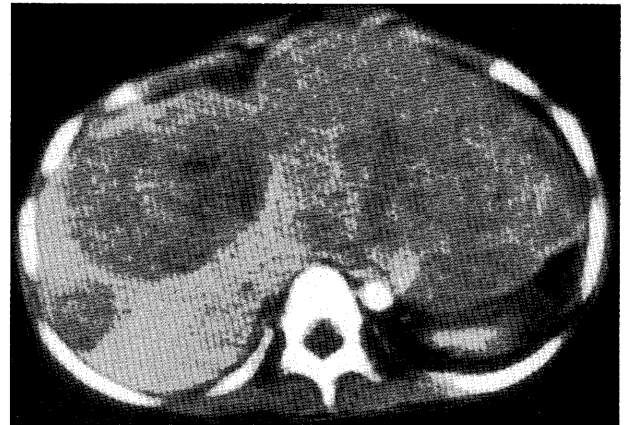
肝芽腫のCT：腫瘍は肝の両葉に発生した多発型で切除不能
